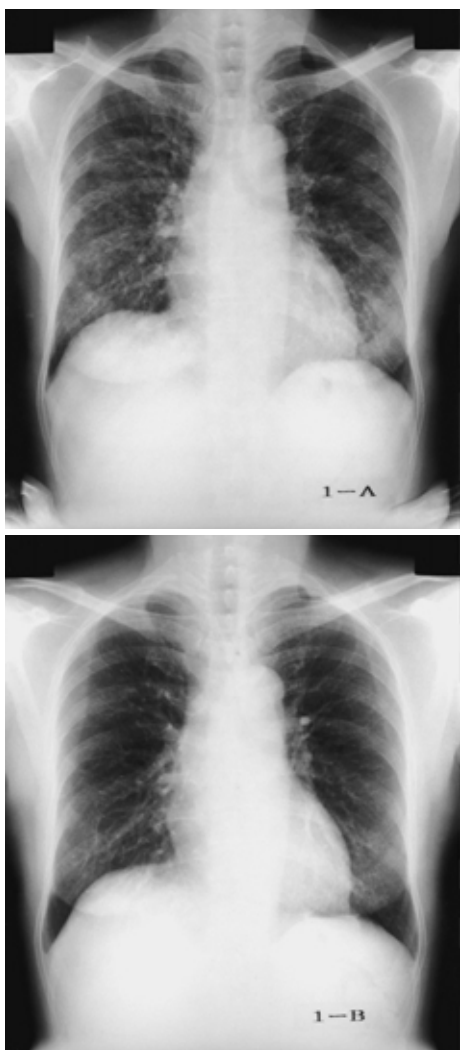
Chest radiograph on admission (8th November, 2001) showing diffuse reticular and small nodular shadows in both lung fields (Fig. 1A) However, a radiograph made 20 days before (20 th October, 2001) showed no significant lesion (Fig. 1B)
